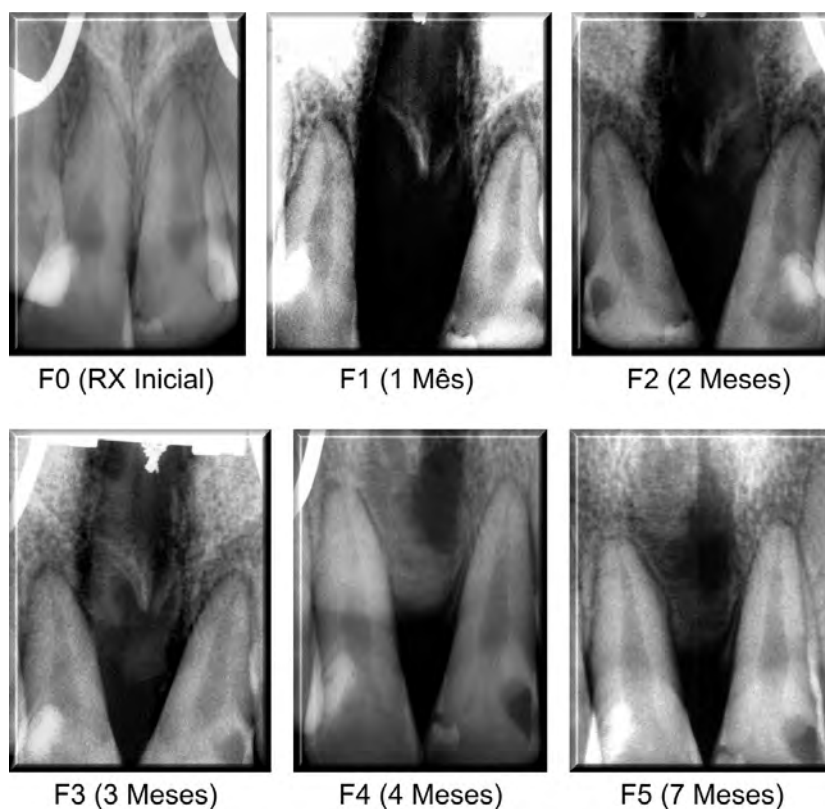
Radiografias digitais da SPM anterior do paciente três, nos tempos medidos no pré-operatório (F0), e um mês (F1), dois meses (F2), três meses (F3), quatro meses (F4) e sete meses (F5) pós-operatório do grupo controle mostrando a abertura da SPM e aumento da DO de F1 a F5.
